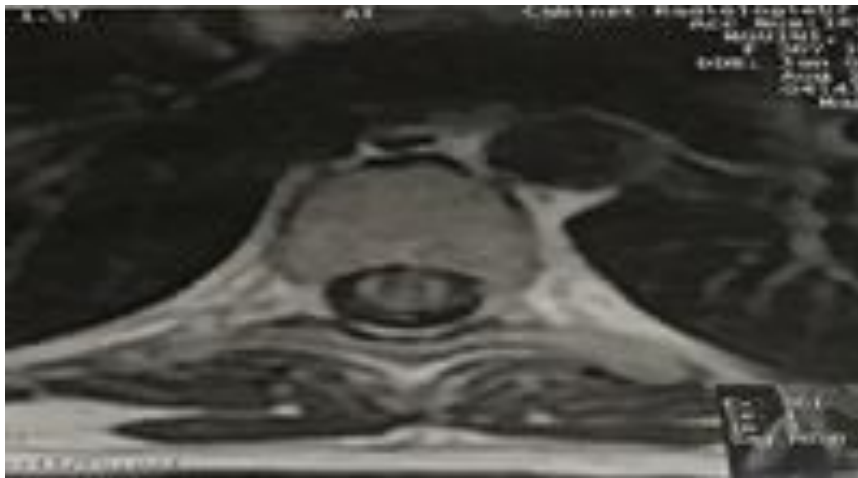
IRM médullaire en coupe axiale montrant un hypersignal de la substance blanche siégeant au niveau de cordon postérolatéral.
